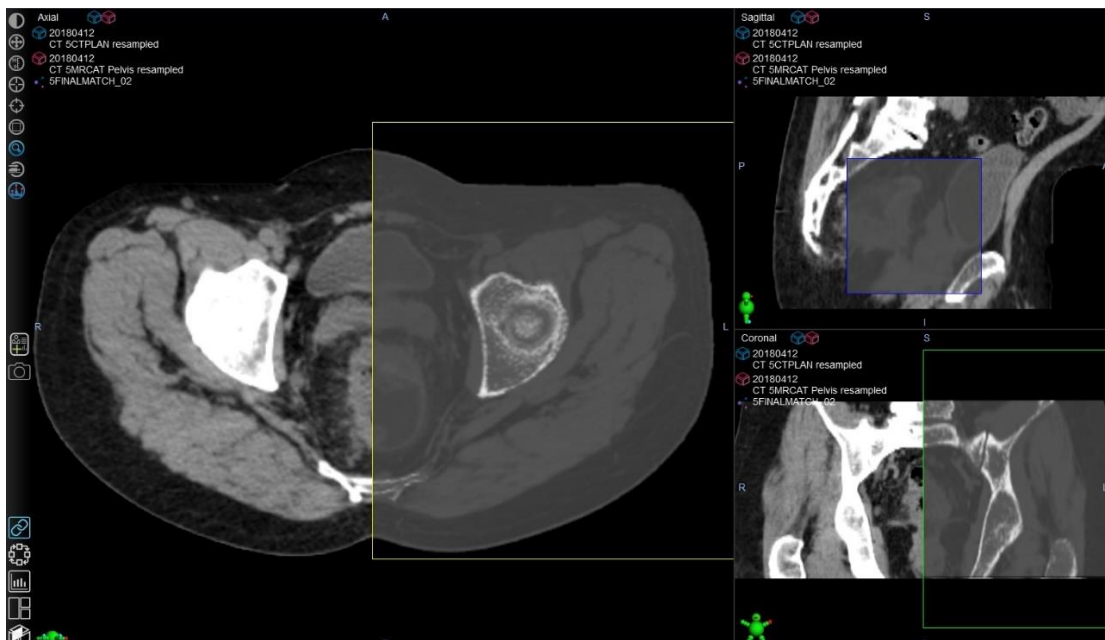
Registo imagem retal da TC de planeamento com a TC sintética
